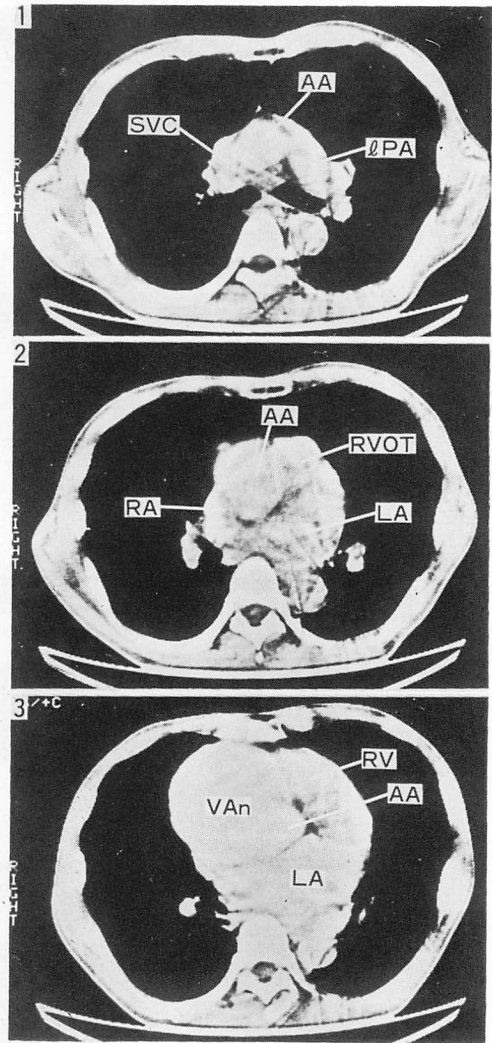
CT images of an aneurysm of the sinus of Valsalva (59-year-old male).
